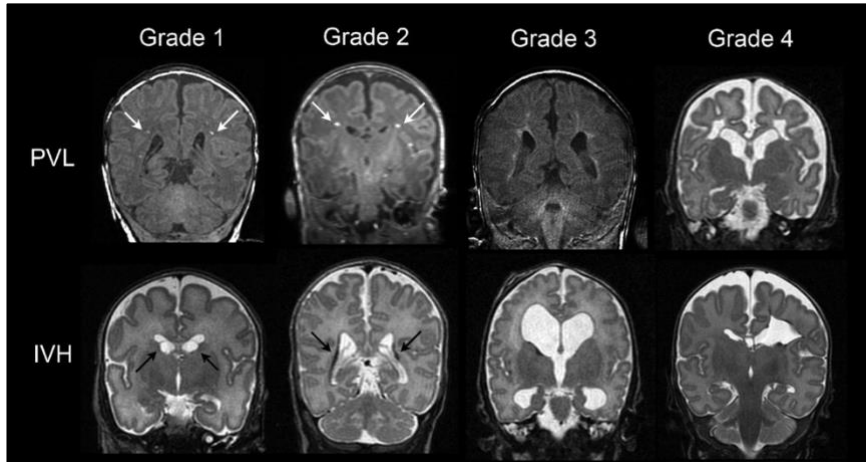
Clasificación de lesión cerebral con imágenes de resonancia magnética. Fuente: Kidokoro, H., et al. (47).
